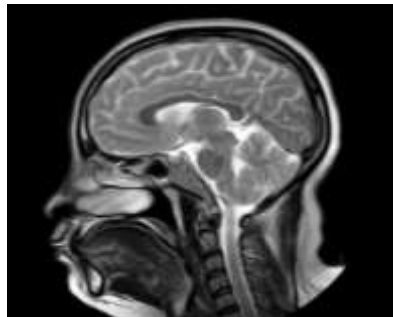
Hasil citra MRI Brain Magnetic Resonance Angiografy (MRA)
